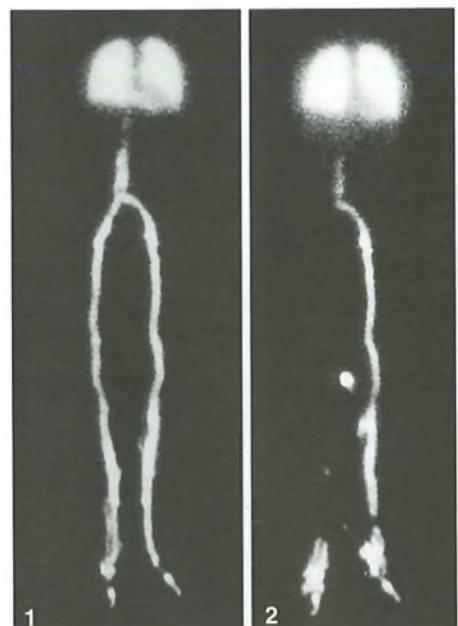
Fleboscintigrafia di flusso in un caso di flebotrombosi profonda dell'arto inferiore destro (1: fase del circolo superficiale ben visualizzato; 2: fase del circolo profondo non visualizzato per la trombosi).
